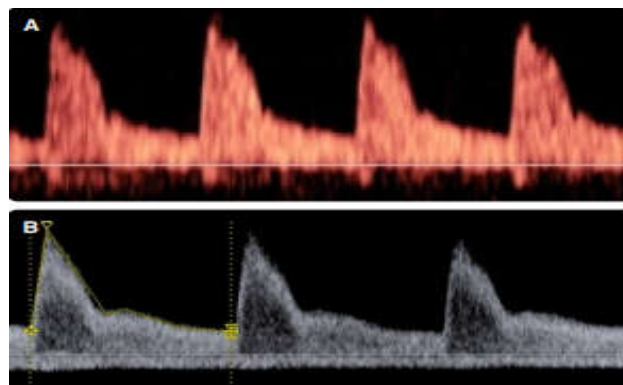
doppler de l'artère cérébral moyenne
